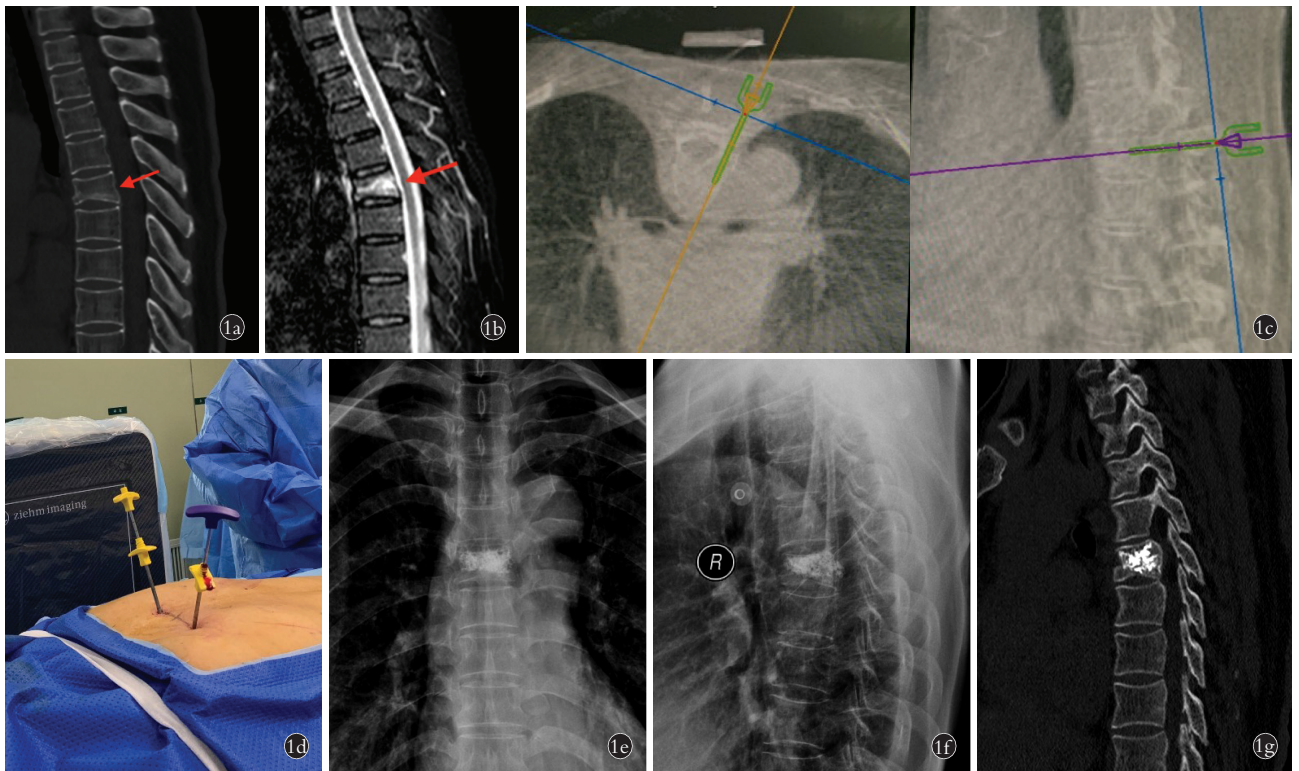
女,69 岁,外伤致背部疼痛 2 d,诊断为 T₆ 椎体骨折 1a. 术前 CT 显示 T₆ 椎体骨折 1b. 术前 MRI 显示 T₆ 椎体新鲜骨折 1c. 术中手术机器人入路规划 1d. 术中穿刺 1e. 术后 1 d 复查正位 X 线片显示骨水泥分布良好 1f. 术后 1 d 复查侧位 X 线片显示骨水泥分布良好 1g. 术后 1 d 复查 CT 显示骨水泥分布良好
